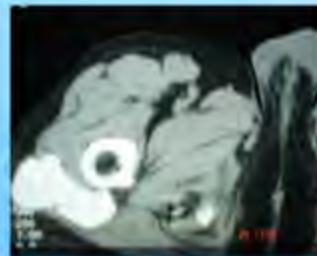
(TDM de la hanche droite) : Calcinose multilobulée périarticulaire.
